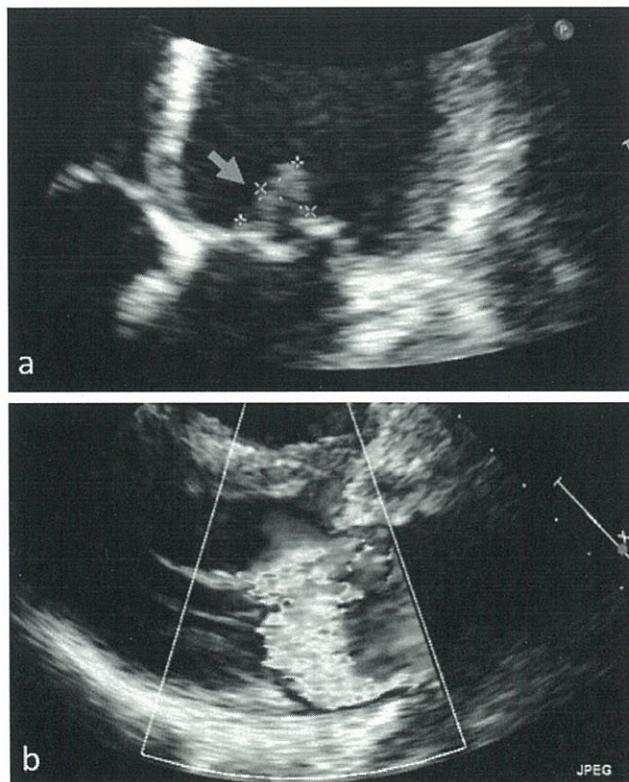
心臓超音波検査 a 僧帽弁前尖の疣贅 (矢印) b 中等度僧帽弁逆流
